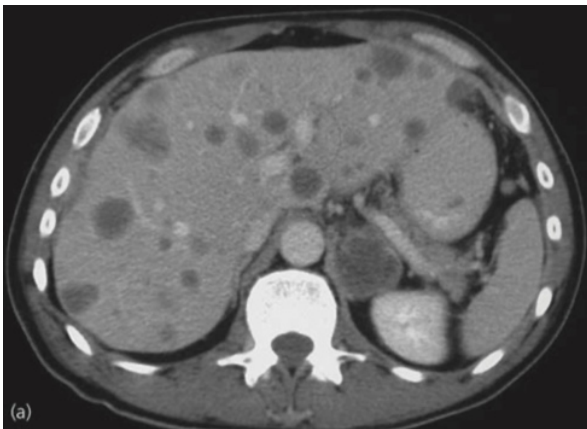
(a) et (b) Métastases hépatiques multiples et métastases cérébrales observées lors d'une tomodensitométrie (TDM) chez un patient dont la masse a été observée à la radiographie thoracique (CXR) et TDM. La présence des métastases permet un diagnostic CT (Ian Hunt ; 2009).
